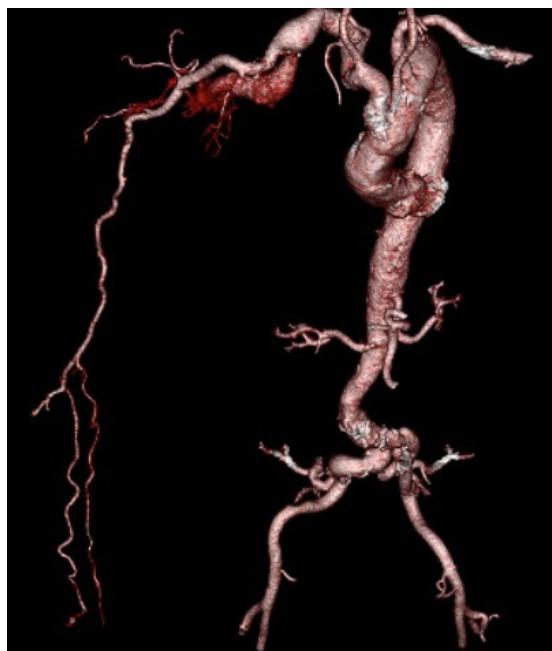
Three-dimensional reconstruction of the angiotomography, showing a right axillary-axillary AVF associated with tortuosity and aneurysm of the right subclavian artery downstream.
